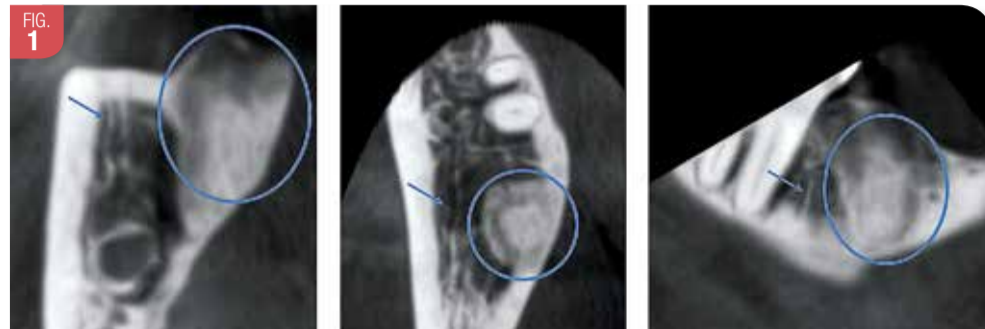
CBCT centré sur la région du site d'extraction de 48. À noter la présence d'une racine résiduelle de 48 (ronds bleus) à proximité du canal rétro-molaire (flèches bleues)
